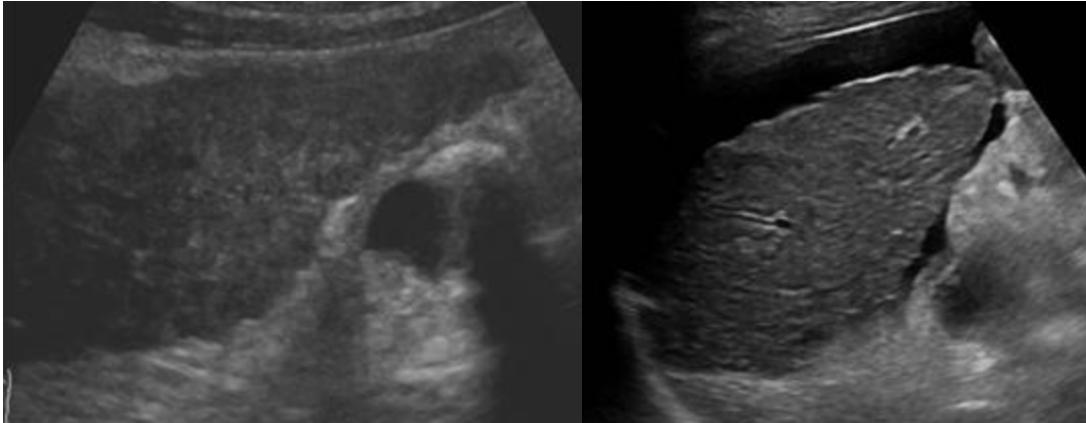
Ultrasonido de hígado con cirrosis y ascitis. <https://www.ultrasoundcases.info/cirrhosis>
